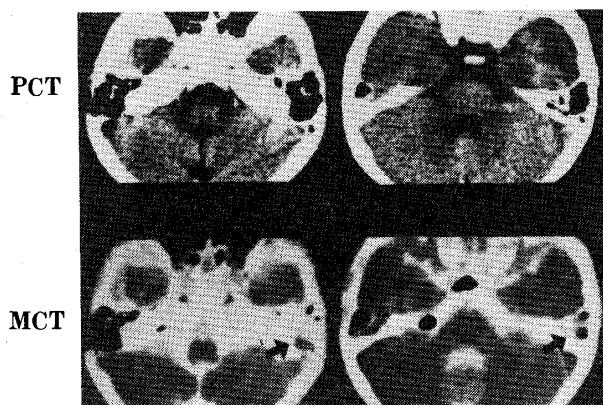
metrizamide の髄腔内注入前後の CT : PCT (上段) では空気の認められる右側乳突蜂巣部に、MCT (下段) では造影剤の流出(矢印)が明らかである。
